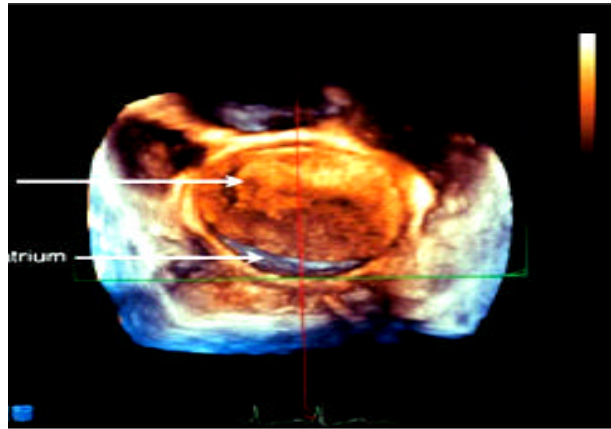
Ecocardiograma Transesofágico 3D.
